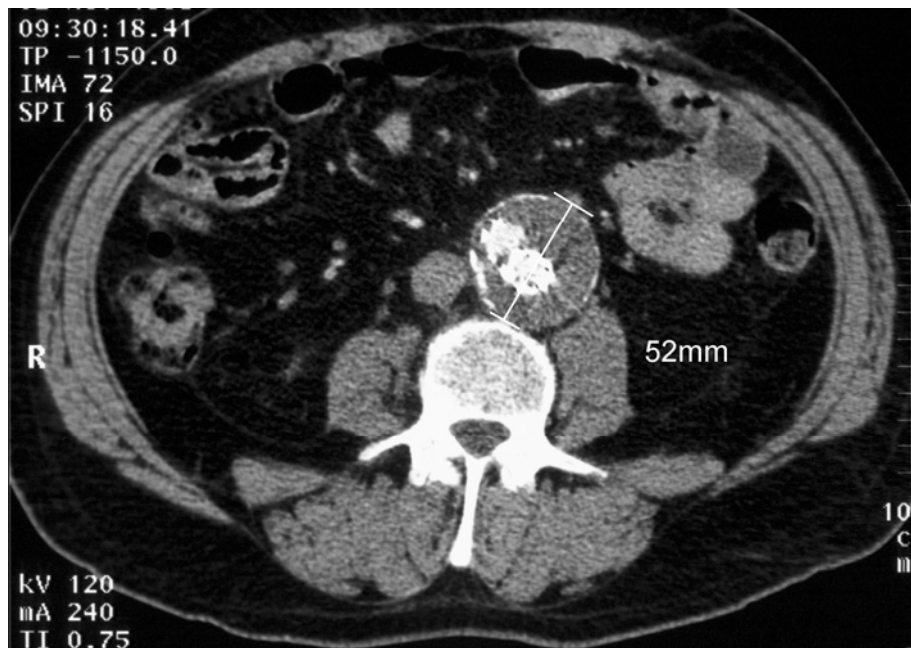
3.13 a: kontrastmittelverstärktes CT vom 02.11.1998 zwei Wochen post operationem
